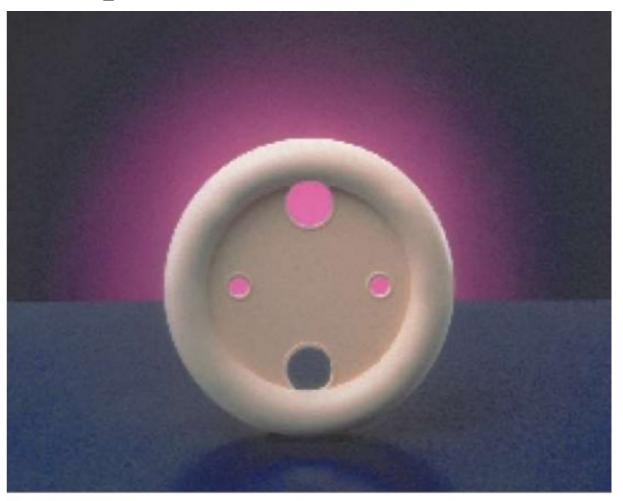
Pesario anular con soporte. (Reproducida con autorización de CooperSurgical, Inc., Trumbull, CT.)
